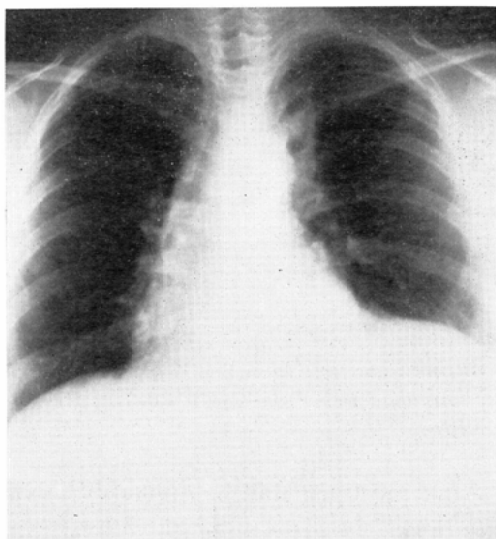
Same case as in Fig. 4. Posteroanterior chest roentgenogram demonstrating a mass in the left lower lung field superimposed with the heart. The left hemidiaphragm seems to be elevated.
